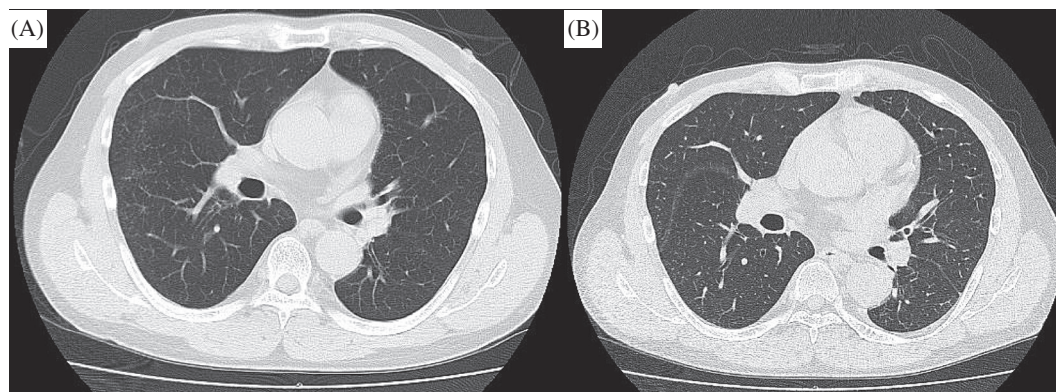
(A) chest CT on the first visit, (B) chest CT after 1 year
